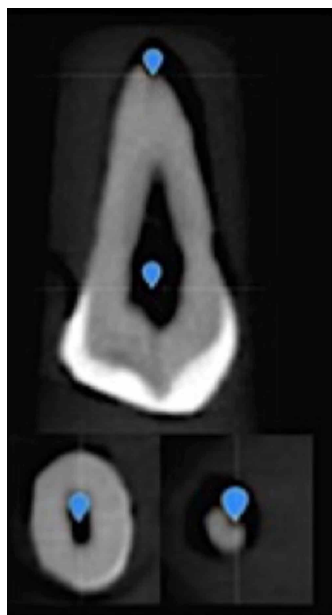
Sistema de Conductos de diente nº5 analizado con Software 3D endo mediante CBCT
